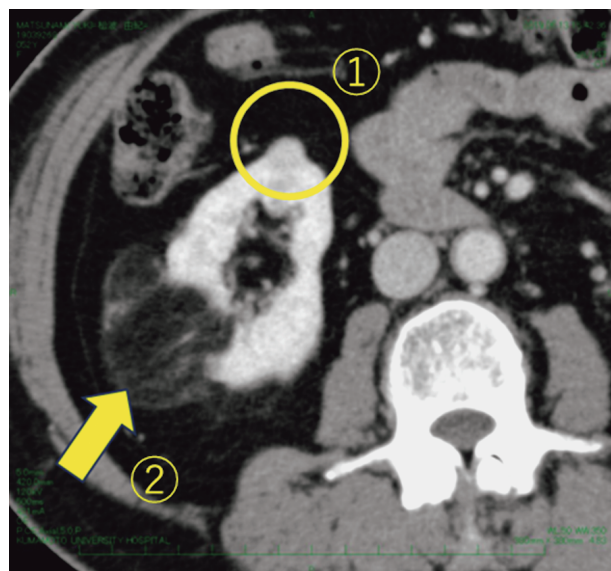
Contrast CT. (1) Nodular lesion measuring 10 mm on the ventral side of the mass. Contrast was obtained in the arterial phase and washed in the venous phase. (2) A well-defined 47×46-mm mass lesion can be seen on the lower pole of the right kidney. In addition, there is a fatty component and a cord-like structure that appears to be a septum.
